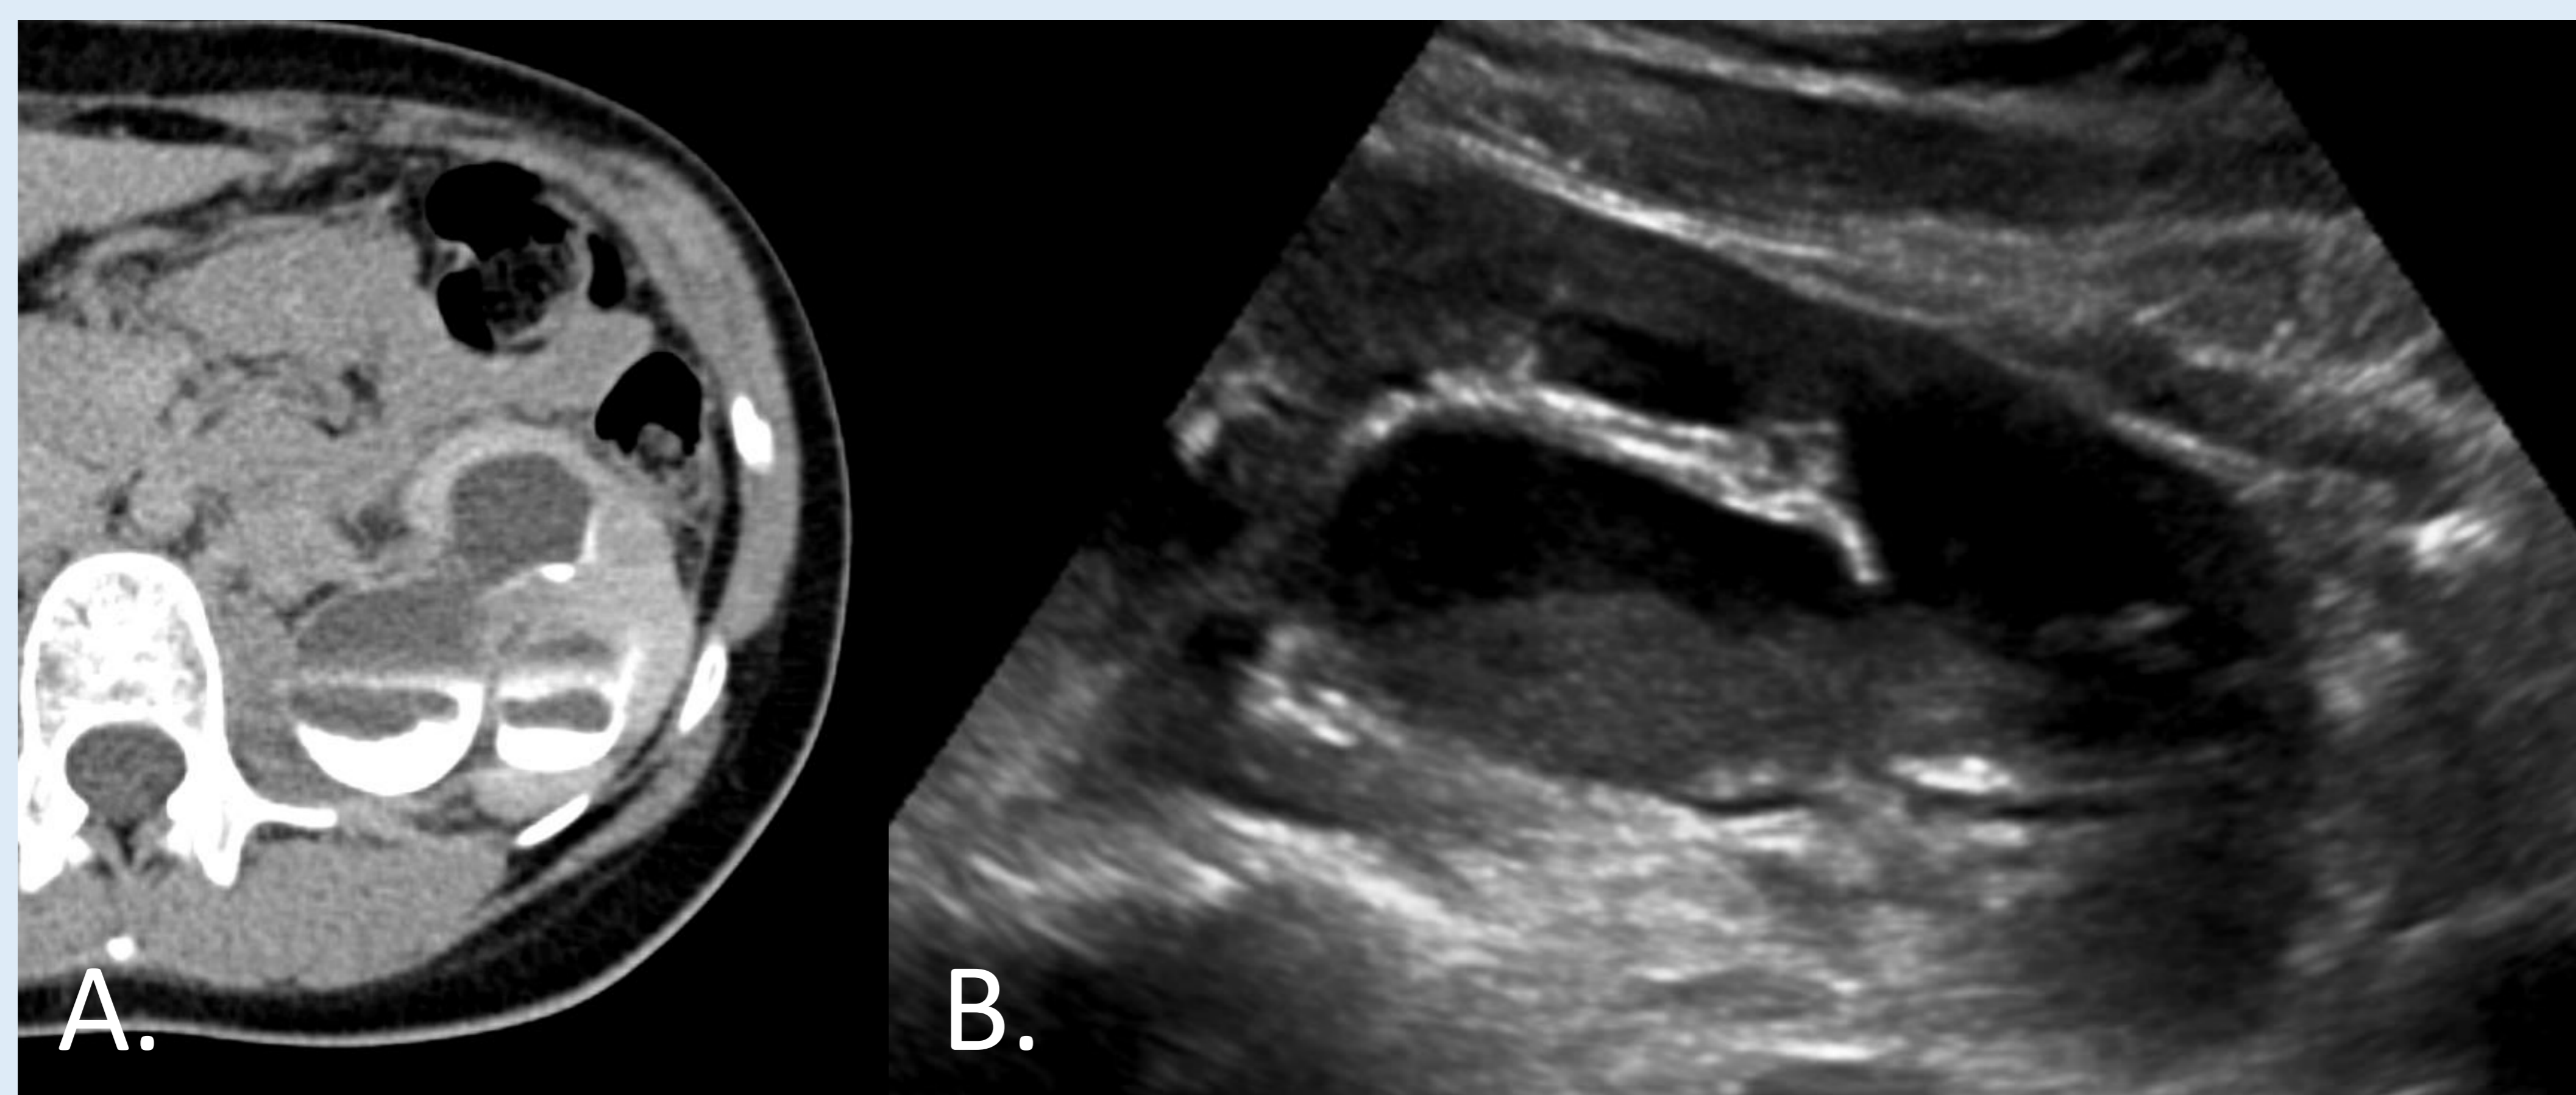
Paciente de 28 años con antecedente de síndrome de la unión pieloureteral con cuadro compatible con PNA. A. Imagen axial de TC en fase excretora en la que observamos una vía urinaria llamativamente dilatada con niveles líquido-contraste en los cálices renales. B. imagen de ecografía en la que vemos dilatación de los cálices renales con niveles líquido (más hipocogénico)-debris (más hiperecogénico).
